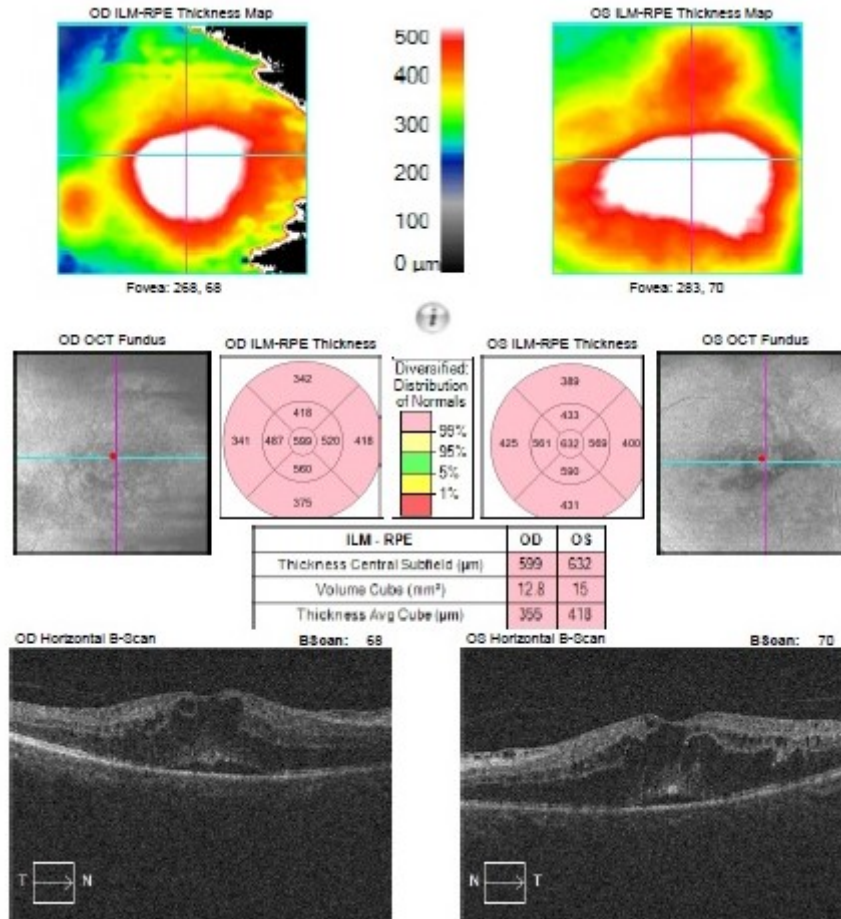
Optic coherence tomography reveals serous macular detachment area appeared under cystoid macular edema in both eyes
